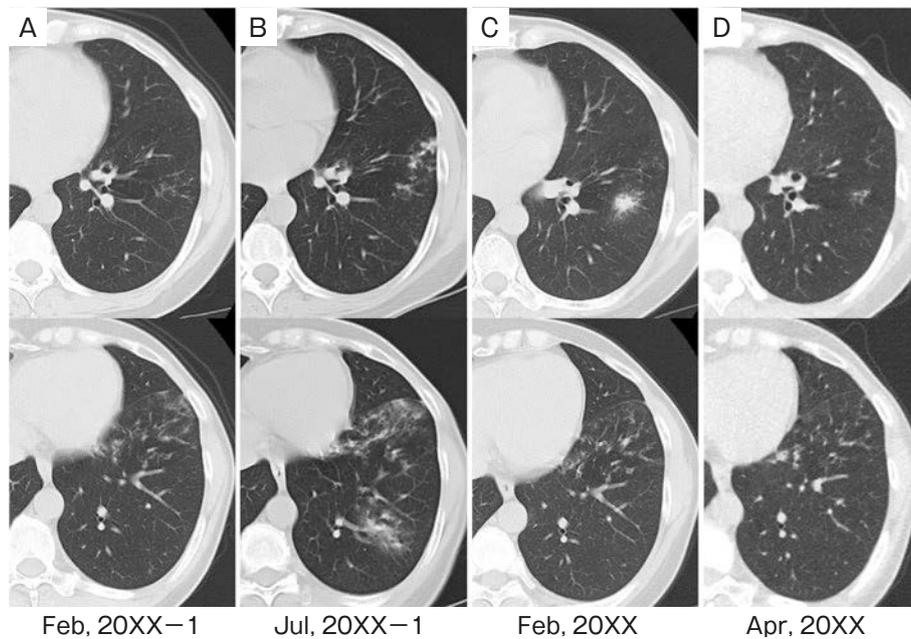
Chest computed tomography (CT) findings. (A) About 1 year ago, CT showing centrilobular shadows in the left lower lobe. (B) Worsening lesions 5 months after primary CT observation, (C) converged to form a mass-like shadow on admission. (D) Two months after bronchoscopy, CT showing that the shadow had almost disappeared.
